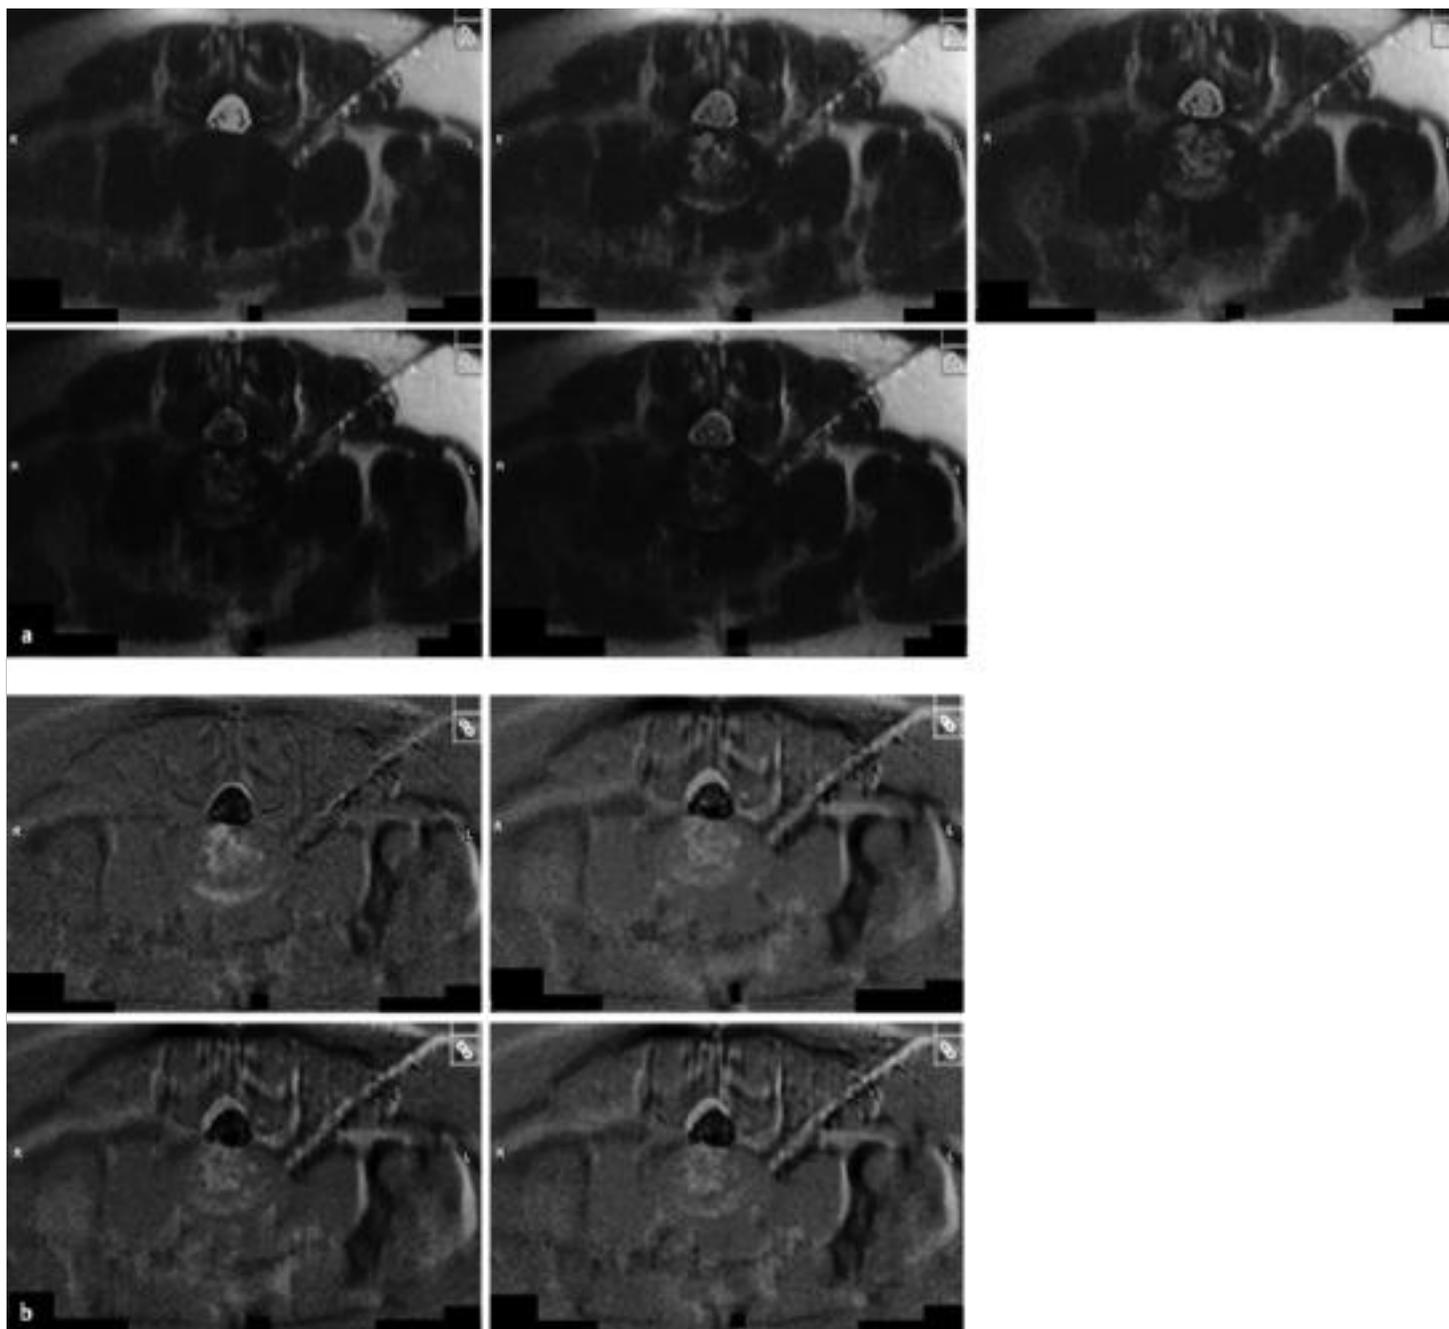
MRT-gestützte intradiskale Injektion. Verschiedene Einstellmöglichkeiten (a) sowie Subtraktionsprozesse (b), um die intradiskale Flüssigkeit bzw. den Sondenweg oder die Sonde so optimal wie möglich darzustellen.
